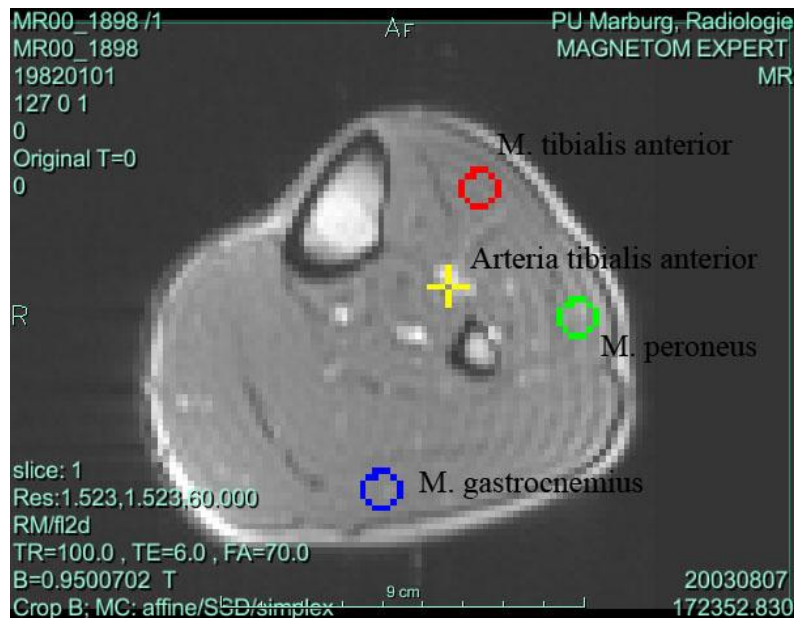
MRT Abbildung des linken Unterschenkels nach Belastung
